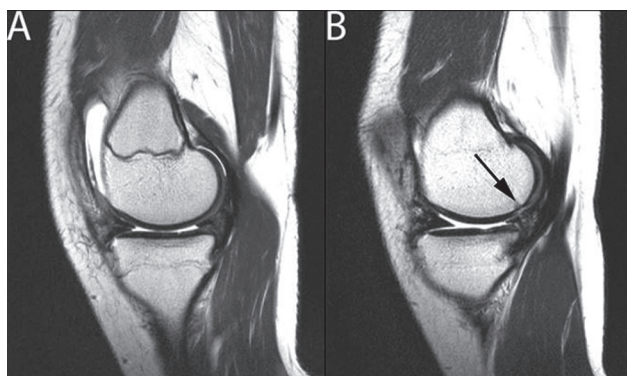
МРТ-изображение (режим T1 SE) медиального отдела коленного сустава в сагиттальной проекции (А) в первые недели с момента травмы. Тот же отдел коленного сустава через 13 месяцев с момента выполнения первой МРТ (В). На изображении видна начинающаяся деструкция костной ткани в результате возникновения перелома (черная стрелка)
